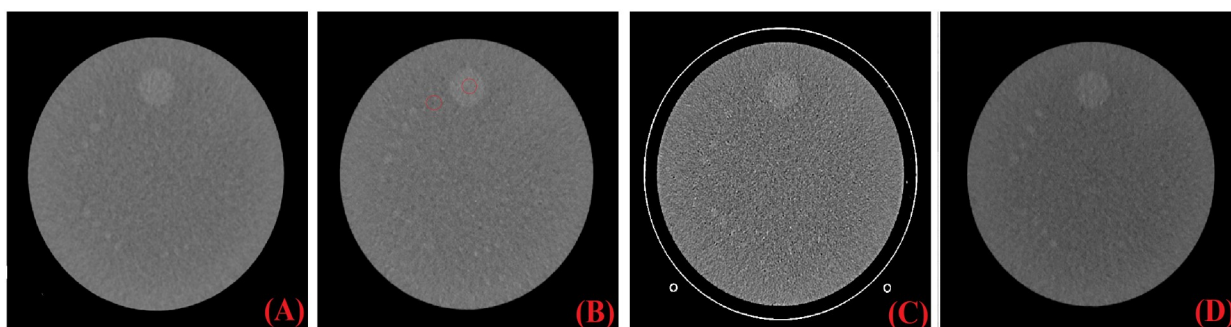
Imagen CT del módulo 2 del maniquí ACR para un nivel de ventana y un ancho de ventana de 100 UH en ambos casos. El orden de las imágenes (A)–(D) corresponde, respectivamente, a los siguientes protocolos de escaneo por CT: (A) Cabeza adulta; (B) Abdomen adulto; (C) Cabeza pediátrica; (D) Abdomen pediátrico. Nótese que, en la imagen (B), se han indicado con círculos rojos, aproximadamente, las ubicaciones de las ROI.
